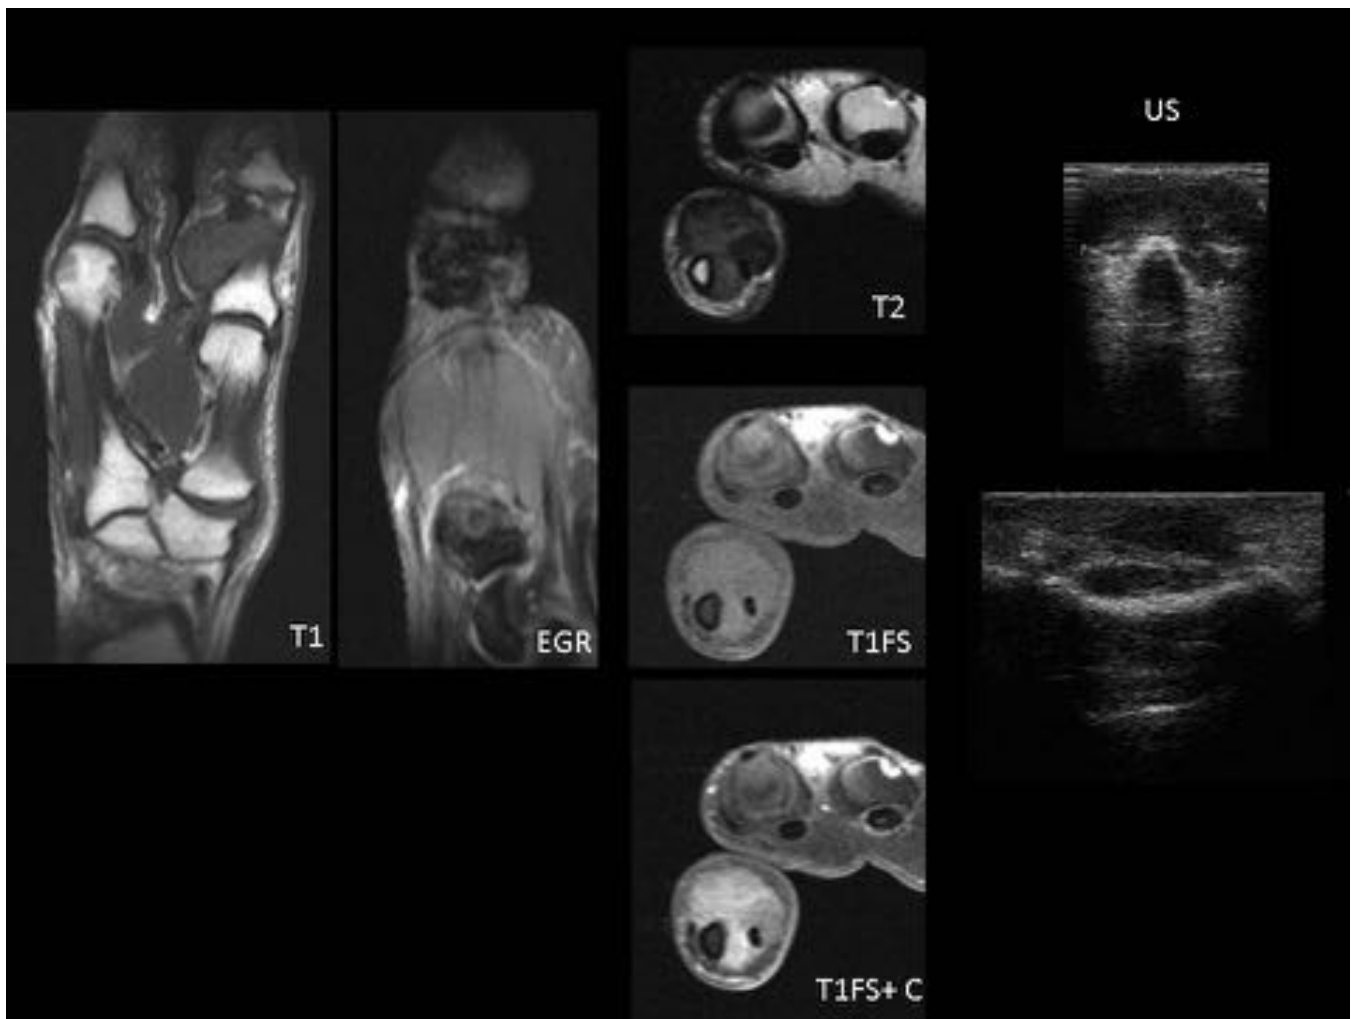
Mujer de 70 años con bulto sobre la falange proximal del primer dedo. Tumoración sólida bien delimitada en la vertiente palmar y cubital del primer dedo, adyacente a la diáfisis de la falange proximal y englobando al compartimento flexor. Presenta hiposeñal T1, T2 y EGR, realce moderado de contraste. Compatible con tumor de células gigantes de la vaina tendinosa. En los cortes de ecografía axial y sagital se observa una masa hipocogénica que engloba el tendón flexor.
